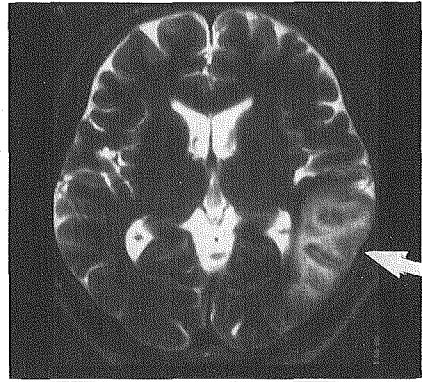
MRIで優位半球後頭葉・脳梁膨大部に証明された脳梗塞
